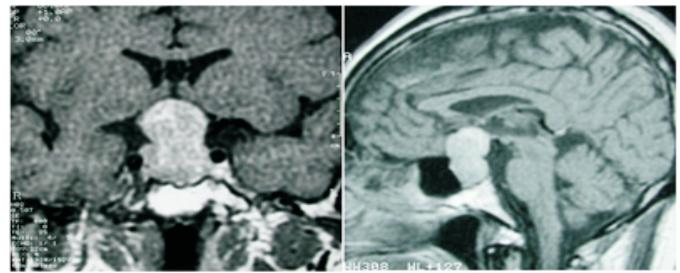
Resonancia Magnética contrastada en fase T1, corte coronal (izquierda) y sagital (derecha) que muestra un macroadenoma. La lesión se observa hiperintensa en ambas proyecciones.
